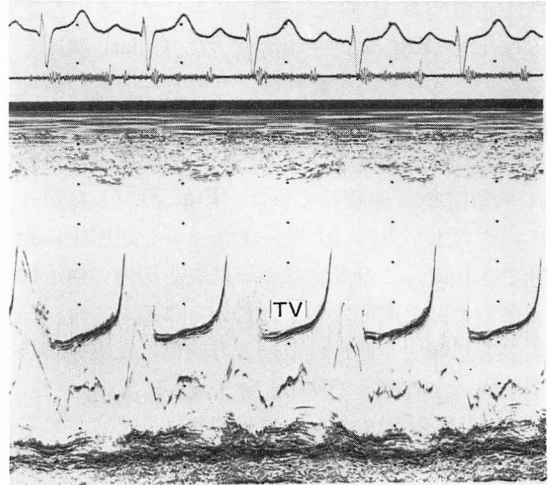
M-mode echocardiogram of the Chiari's network of Case 2.
